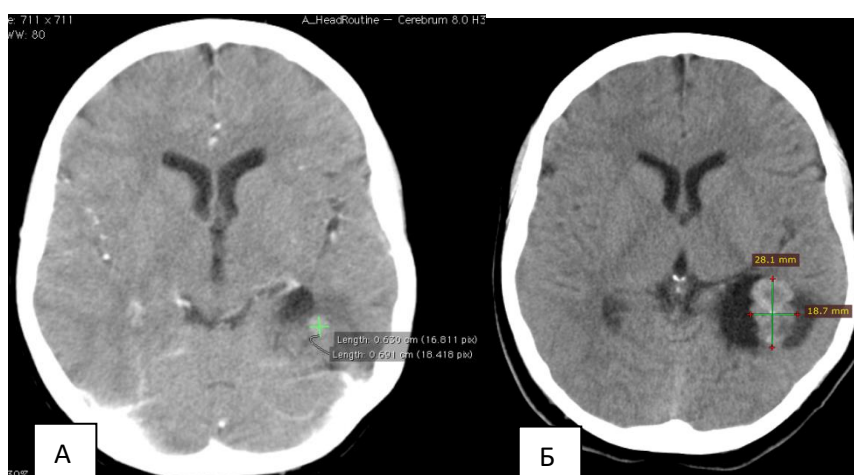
СКТ б-ной М., 9 лет (и/б 3186-2010). Рецидив эпендимомы левого бокового желудочка. На КТ головного мозга с контрастом через 3 года после операции выявляется небольшой фрагмент новообразования до 1 см в диаметре (А); на КТ с контрастом через 8 лет после первой операции отмечается увеличение опухоли в два раза (Б)
